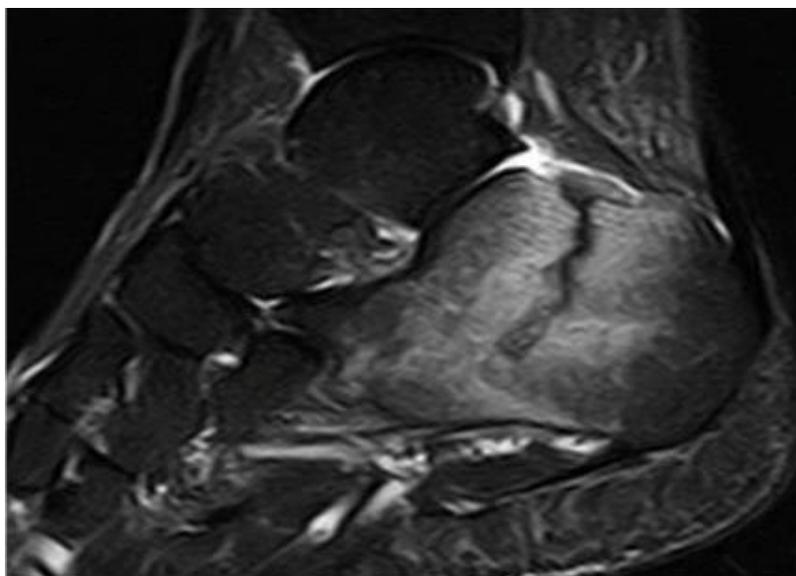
Resonancia magnética de una fractura por estrés del calcáneo.
